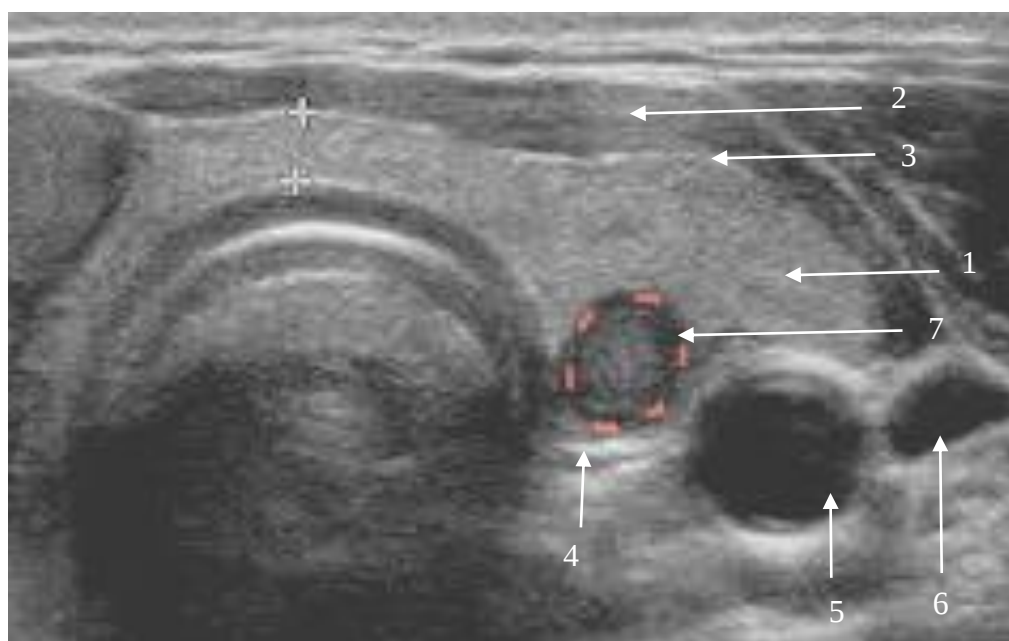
Ecografie tiroidiană în incidență transversală – gușa polinodulară*
